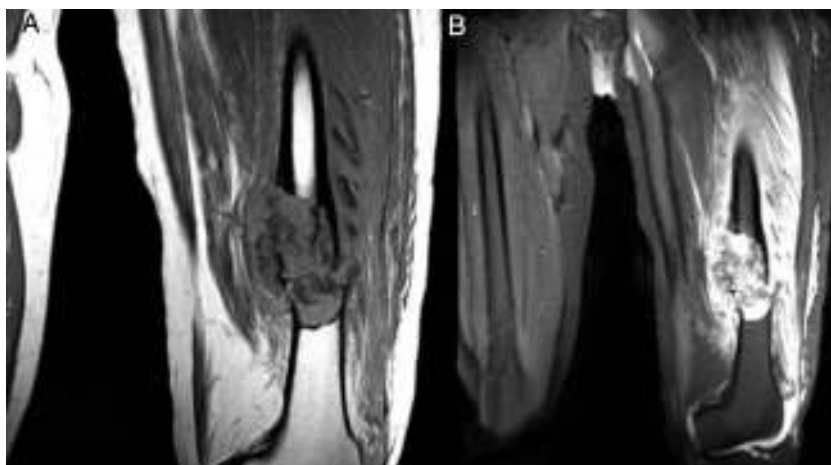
Resonancia magnética de fémur. Lesión medular en la unión del tercio medio con el tercio distal del fémur izquierdo que se asocia con fractura multifragmentaria sobre terreno patológico en una lesión neoplásica sin poder descartar que corresponda a un quiste óseo u otra dolencia.
